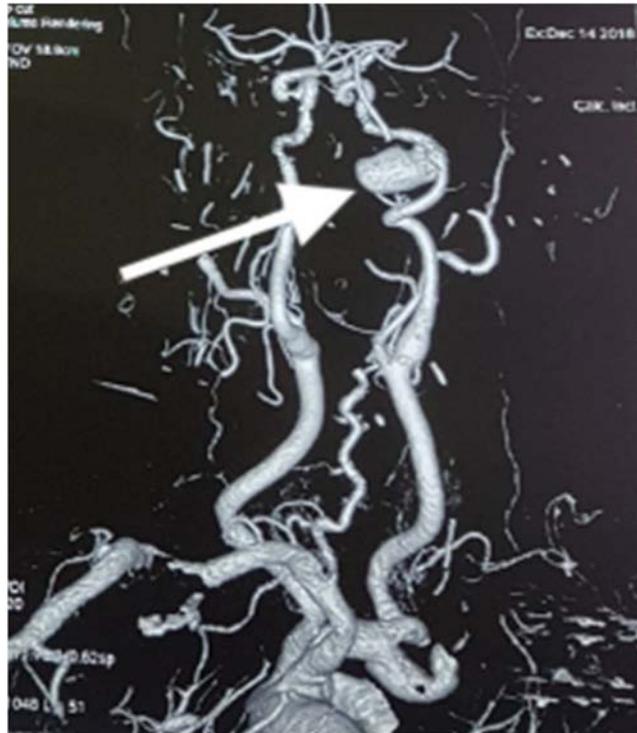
Angio TDM des troncs supra-aortiques montrant un pseudo-anévrisme de l'artère carotide interne intra pétreuse droite mesurant 30 mm de diamètre chez une femme diabétique de 70 ans.
